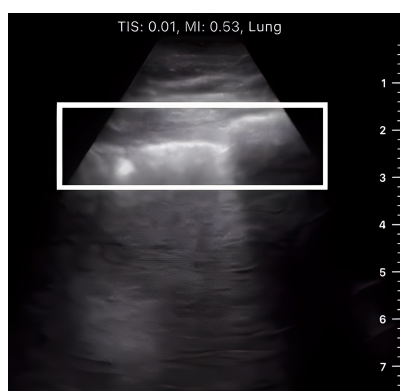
Ultrassonografia pulmonar mostrando uma linha pleural irregular (retângulo branco).
